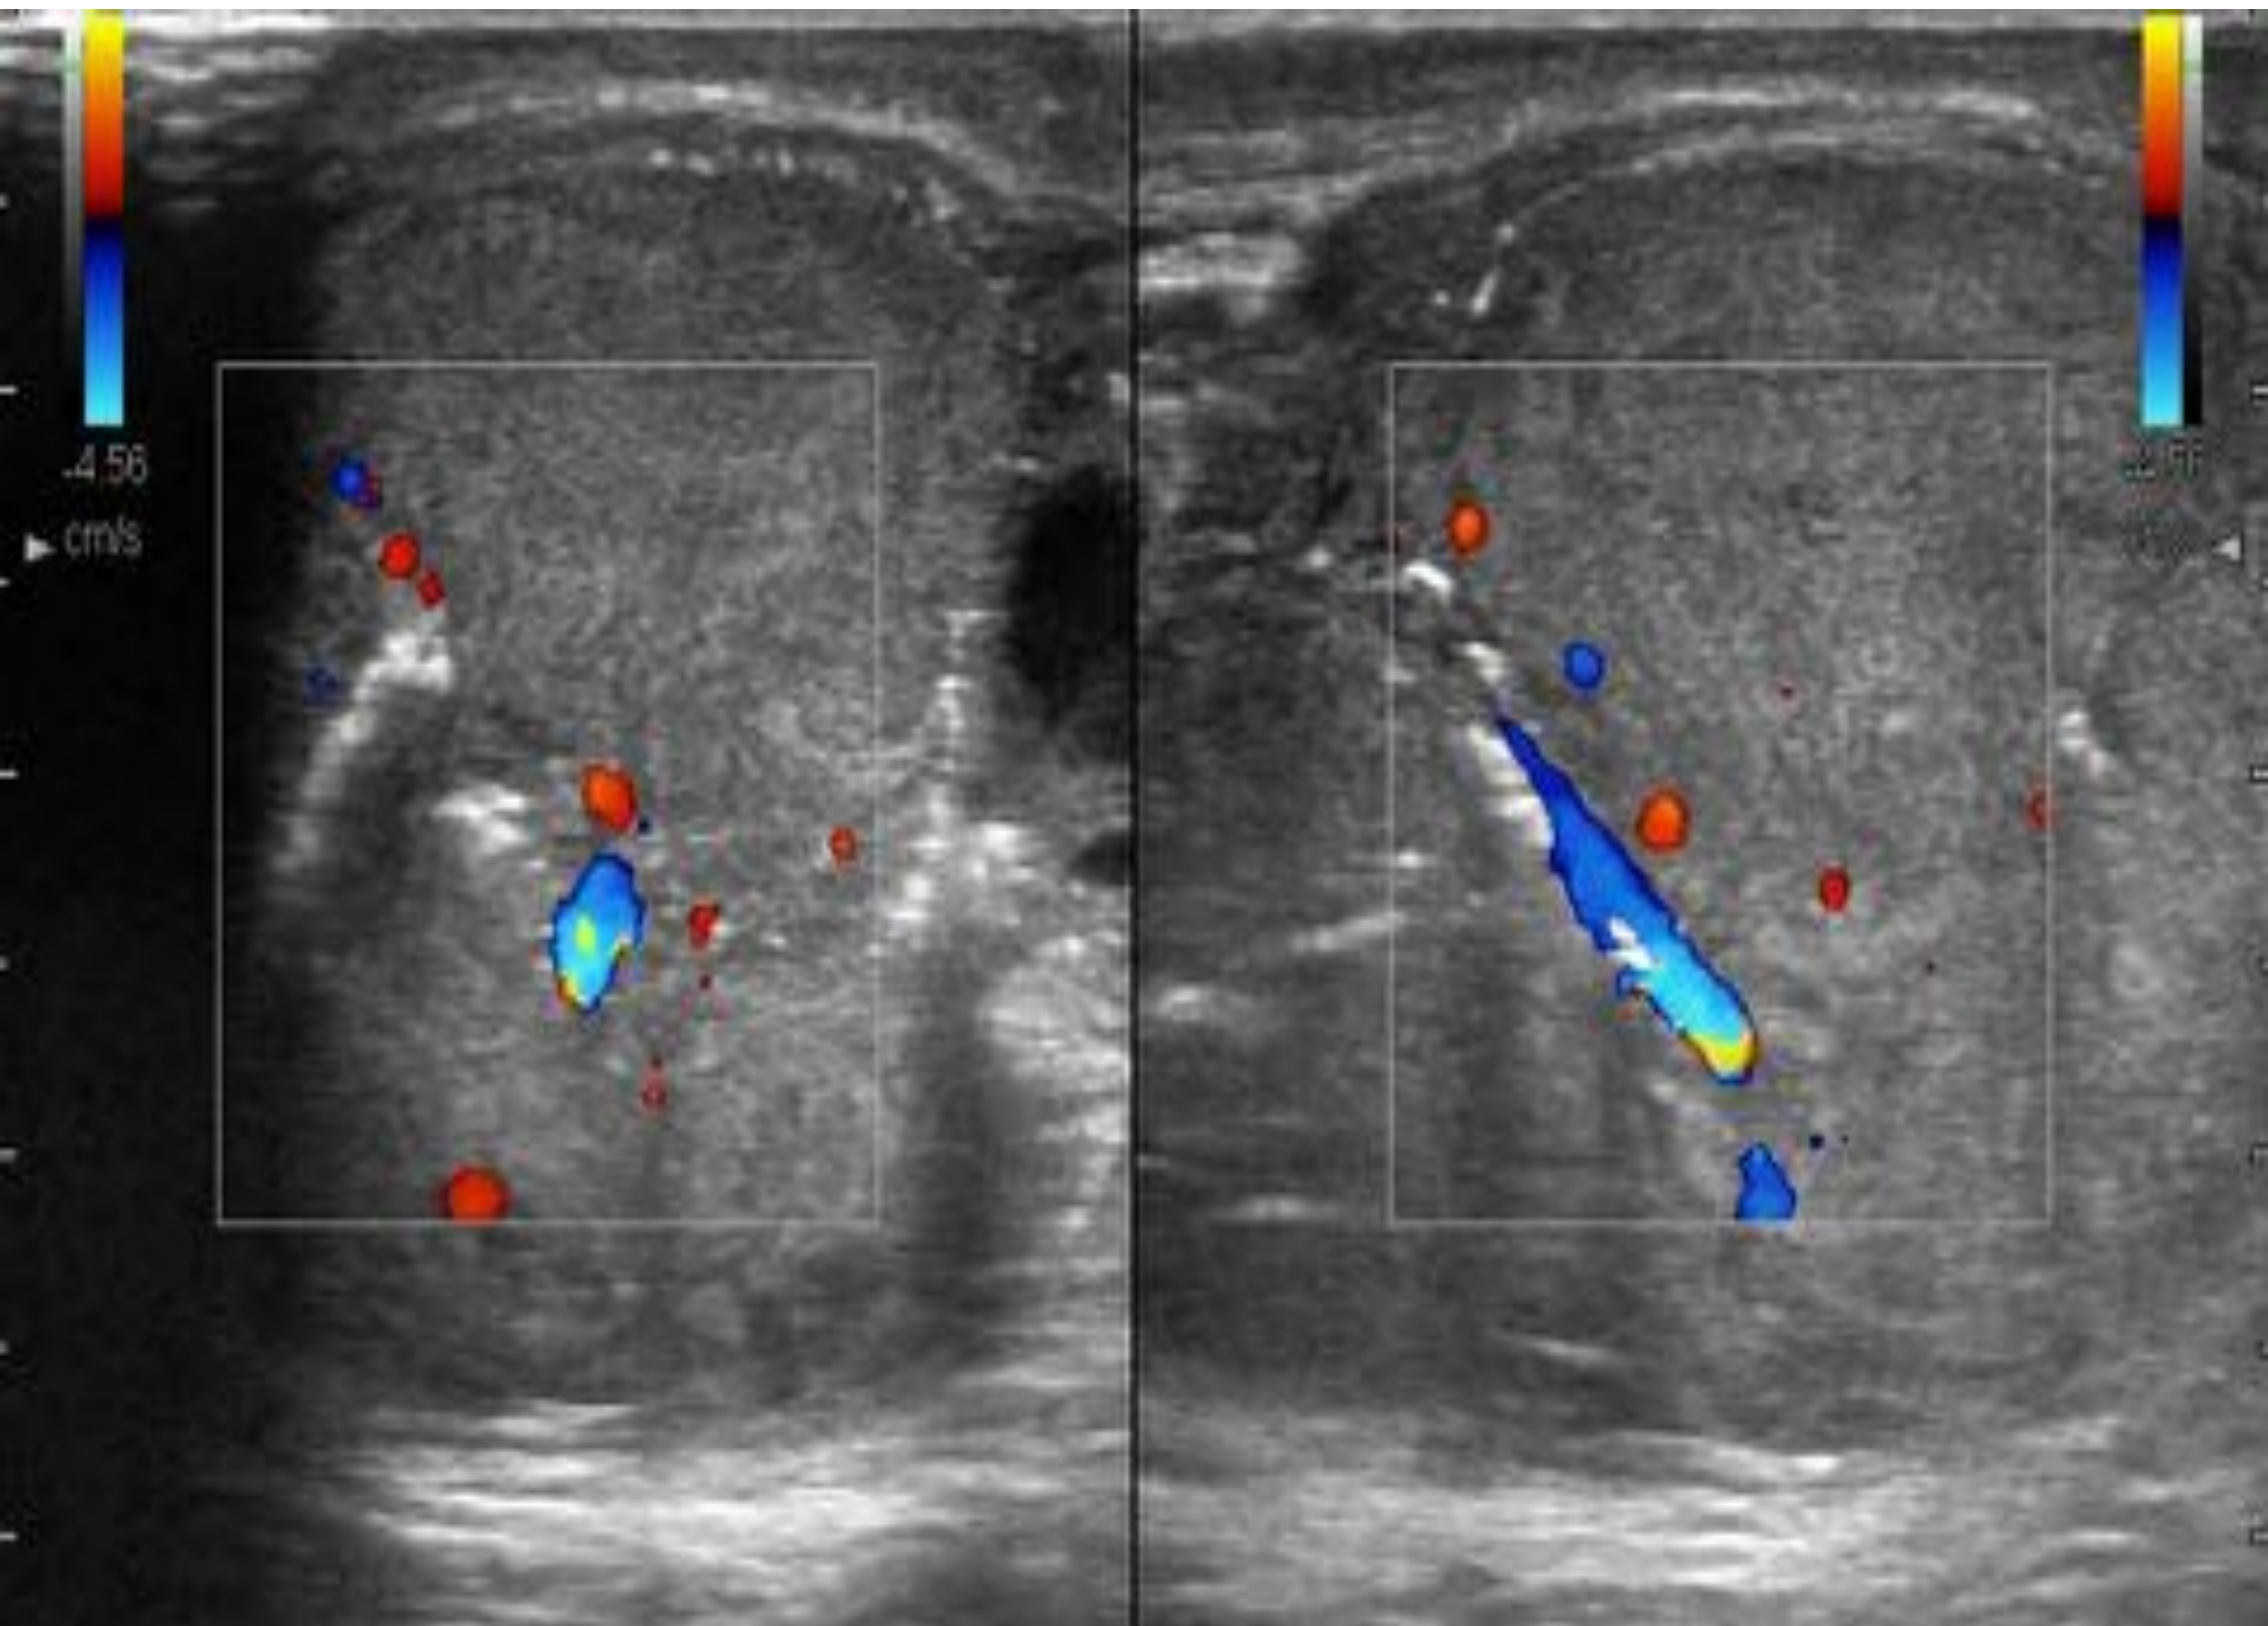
Cáncer embrionario: masa poliobulada y heterogénea que aumenta el tamaño testicular, con aumento del flujo Doppler en un paciente de 19 años que presenta dolor testicular de un mes de evolución.
